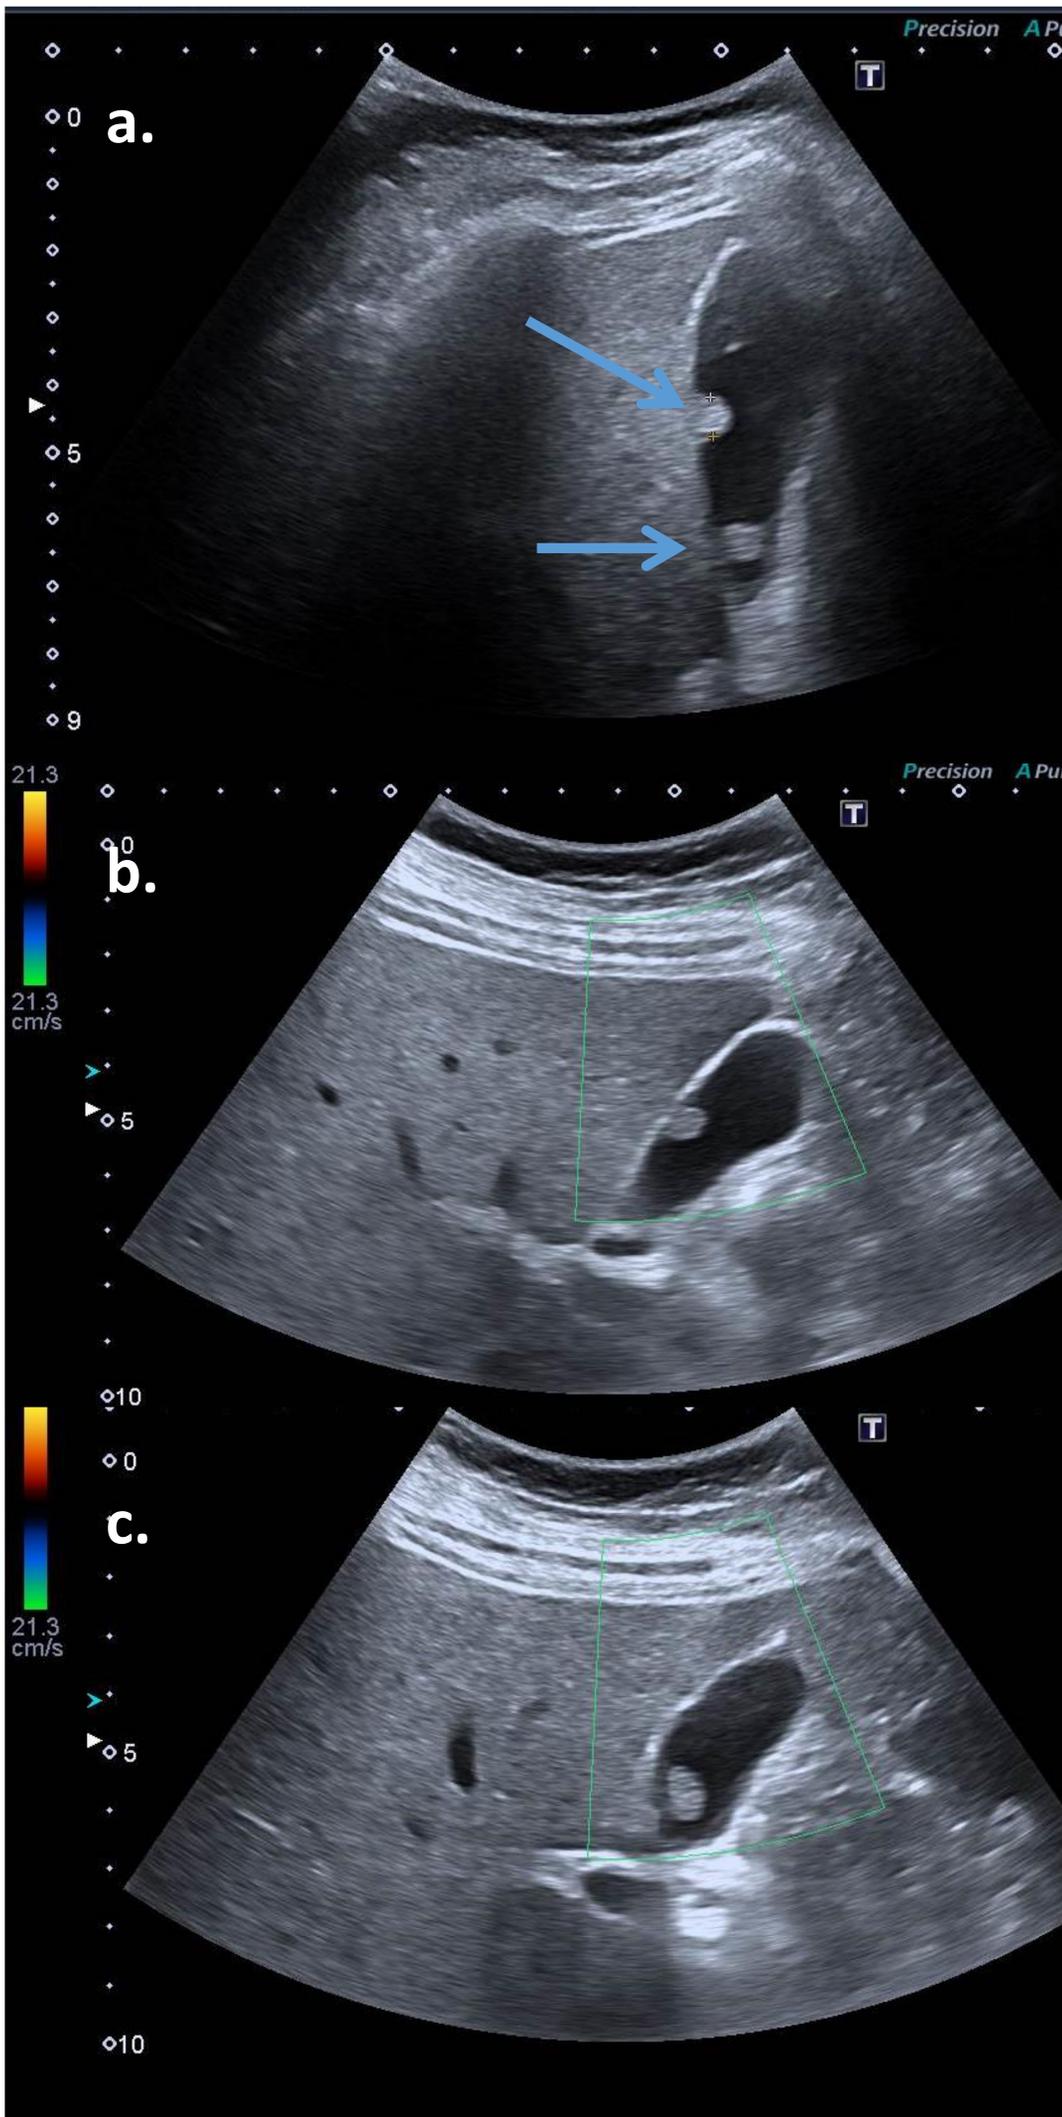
Ecografía abdominal, plano intercostal. Se visualiza vesícula biliar con pared engrosada. Se observan artefectos en cola de cometa (flechas). Así mismo en el fundus se observa engrosamiento nodular hiperecogénico (estrella) compatible con pseudopólipo de colesterol.
